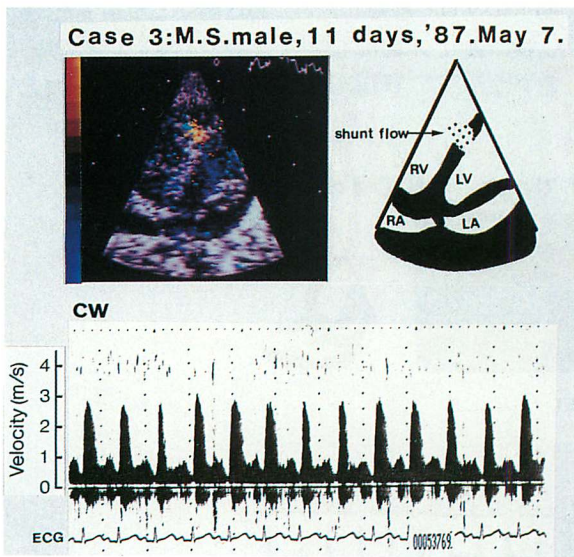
Color Doppler and continuous wave Doppler echocardiograms of Case 3.
